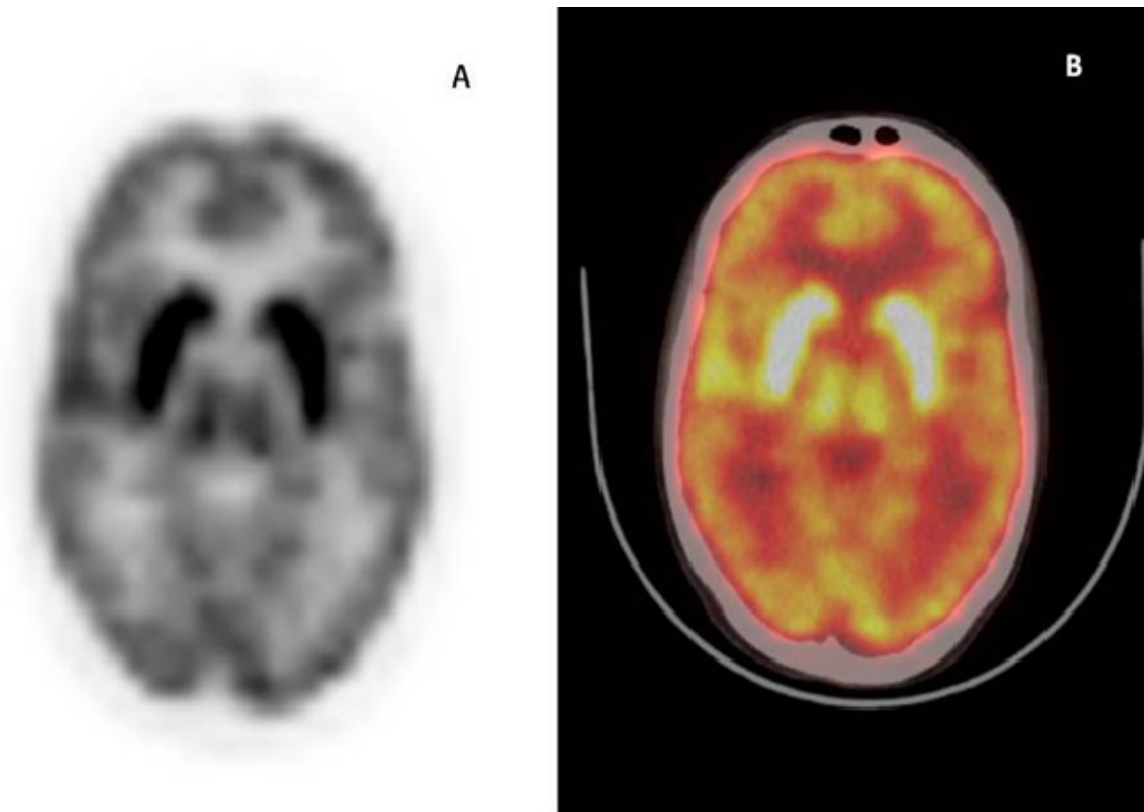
Troisième TEP au 18-FDG d'évaluation du traitement (TEP seule à gauche et image de fusion TEP/ TDM centrée sur le cerveau en coupe axiale à droite). La captation corticale de l'analogue du glucose continue à diminuer.
